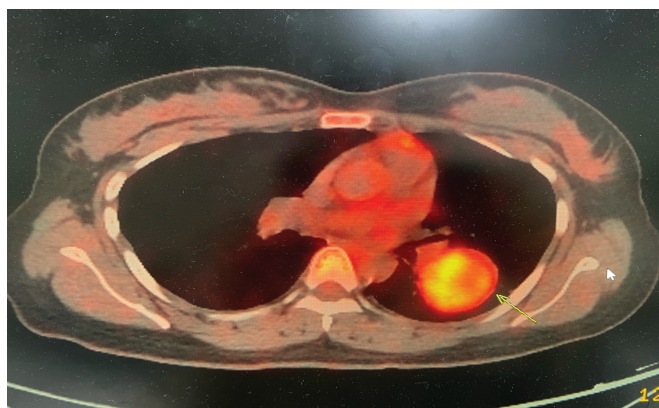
Hình ảnh tổn thương mô mềm phổi trái trên CT ngực
